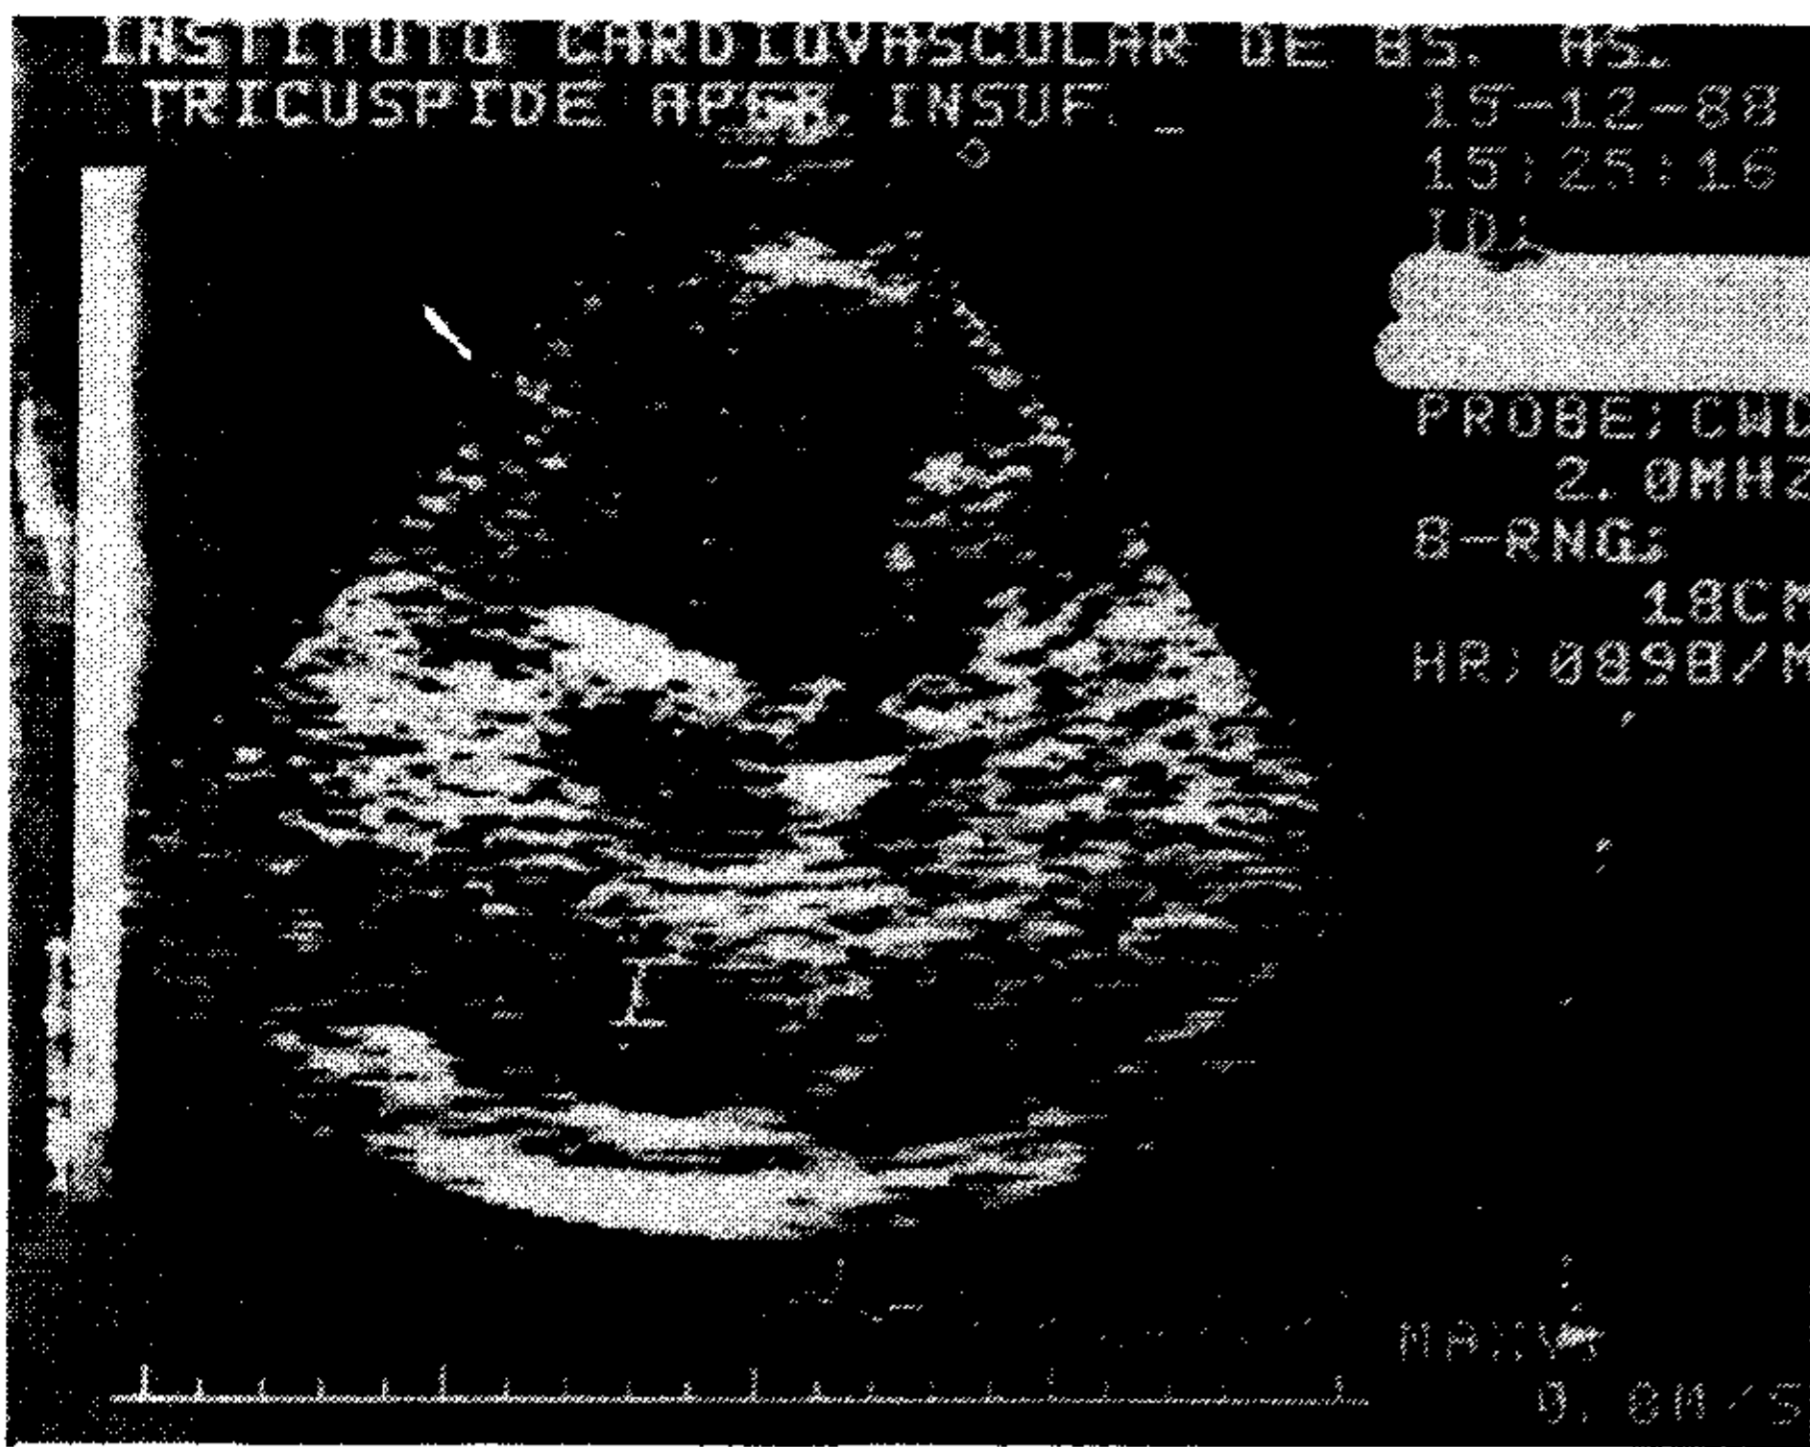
Se aprecia el haz de ultrasonido atravesando la válvula tricúspide y el volumen de muestreo de Doppler pulsado cerca de la pared posterior de aurícula derecha. Si existe señal de regurgitación tricuspídea a este nivel se puede concluir que existe una insuficiencia valvular severa.
